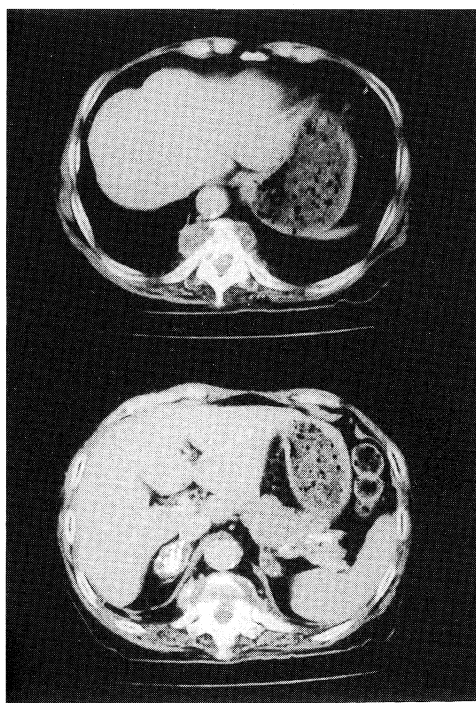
腹部CT 両側副腎石灰化および腸腰筋の石灰化が認められる
